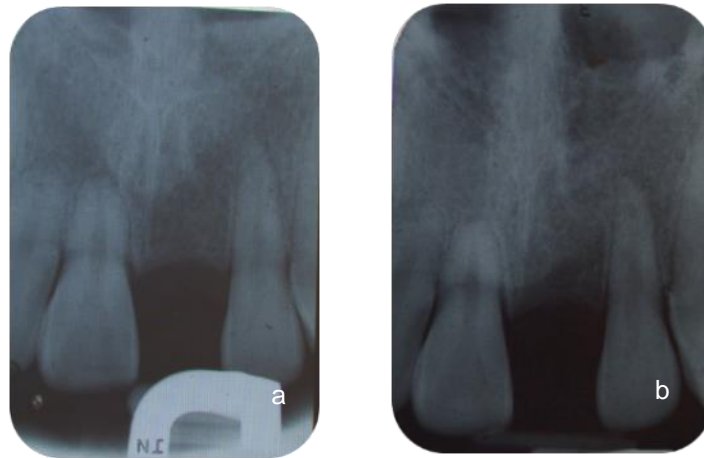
a) y b) Radiografías periapicales con cicatrización aparentemente adecuada, tejidos de soporte bien definidos y sin lesión visible.
